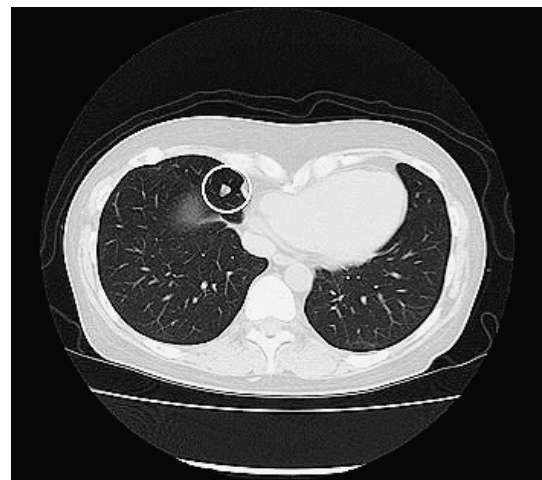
A small nodule (11×9×8 mm) was found in the middle lobe on a chest CT scan.
